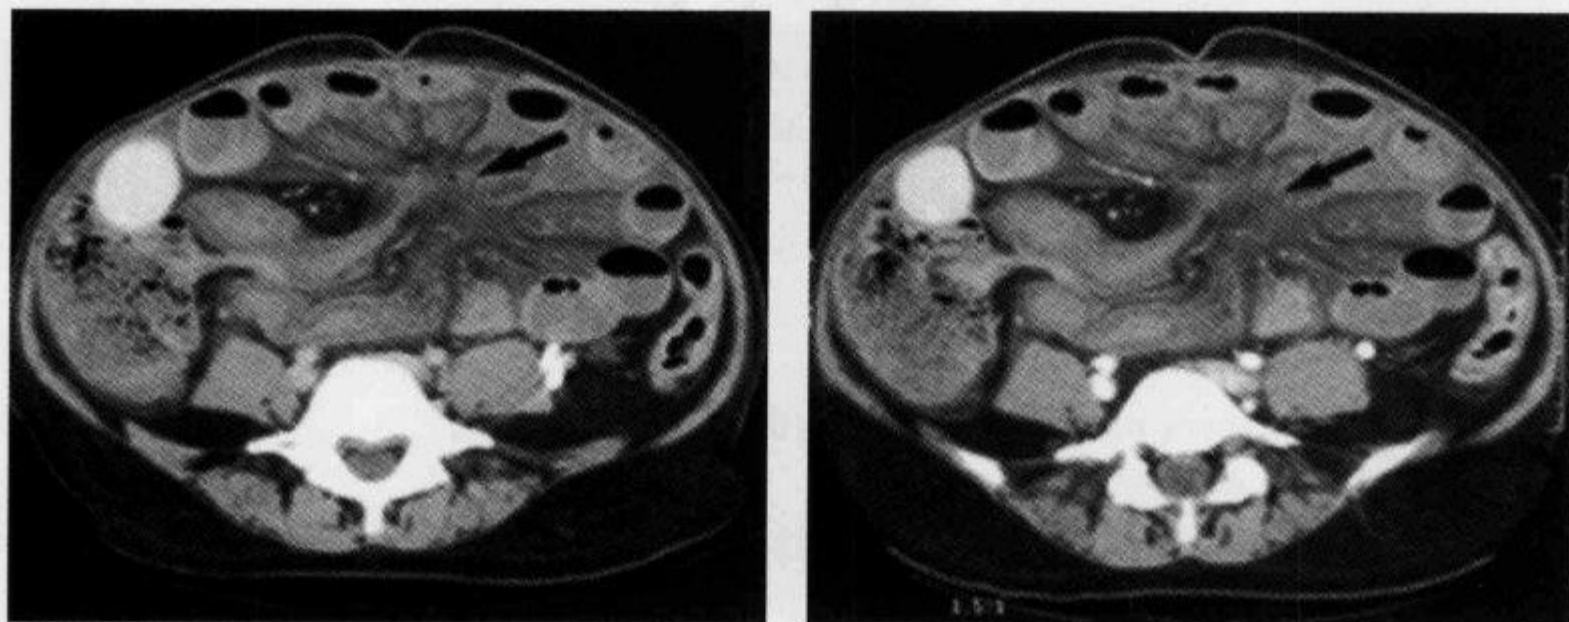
增强 CT 扫描示“辐条车轮征”
